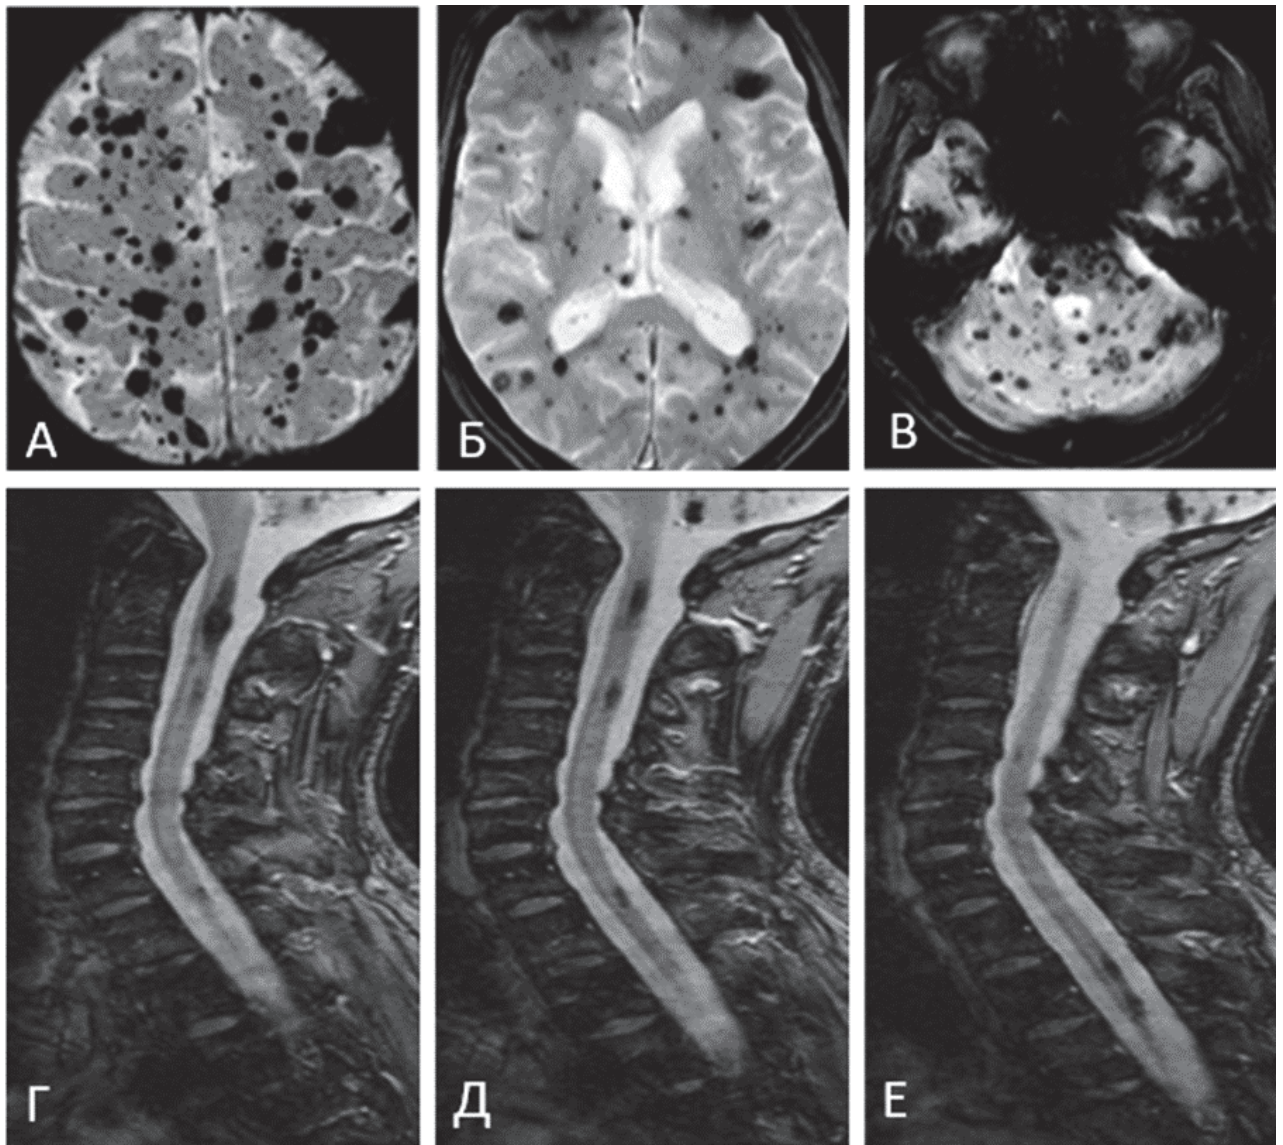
Пациент Т-ов Ю. П., МРТ головного и спинного мозга в режимах SWAN и 2D-MERGE. Множественные кавернозные мальформации: головного мозга – в аксиальных срезах (А–В), спинного мозга – в сагиттальных срезах (Г–Е)
